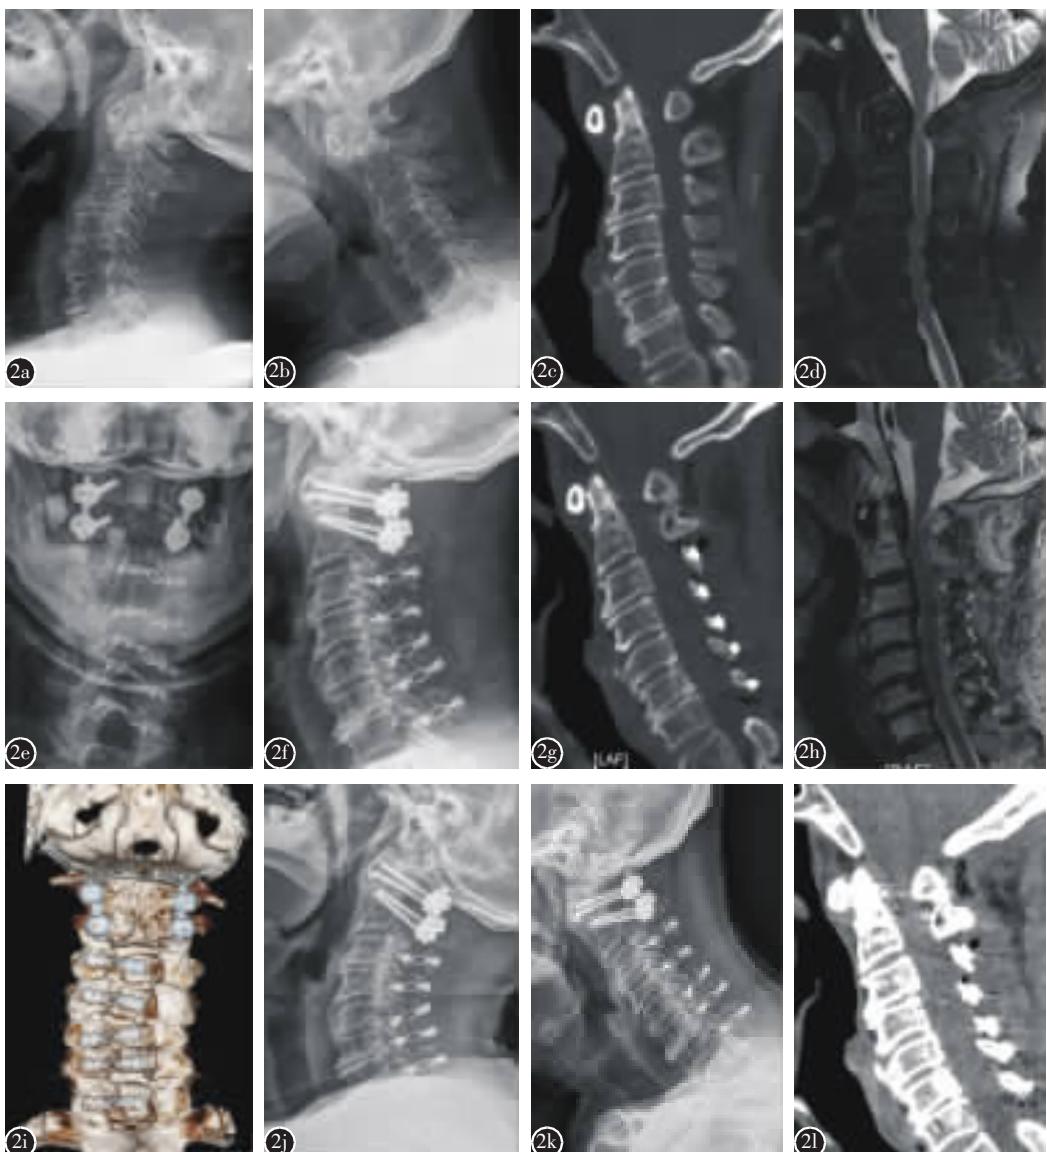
患者男性,67岁 a、b 术前颈椎动力位 X 线片示寰枢椎脱位, 颈椎骨质增生 c 术前 CT 示下颈椎椎管狭窄, 颈椎前缘骨质增生 d 术前 MRI 示寰枢椎水平脊髓受压, 下颈椎多节段椎间盘突出、椎管狭窄伴脊髓受压 e、f 一期后路寰枢椎固定融合术联合后路单开门椎管扩大椎板成形术后 X 线片示 C1~2 钉棒固定, C3~C7 椎板成形微型钛板固定 g 术后 CT 示寰枢椎位置良好, 下颈椎椎管明显扩大 h 术后 MRI 示脊髓减压满意 i 术后三维重建示内固定位置满意 j、k 术后 3 个月颈椎动力位 X 线片示内固定良好, 无断裂及松动, 寰枢椎无不稳 l 术后 3 个月 CT 示寰枢椎位置良好, 椎板成形稳定, 寰枢椎间骨性融合
